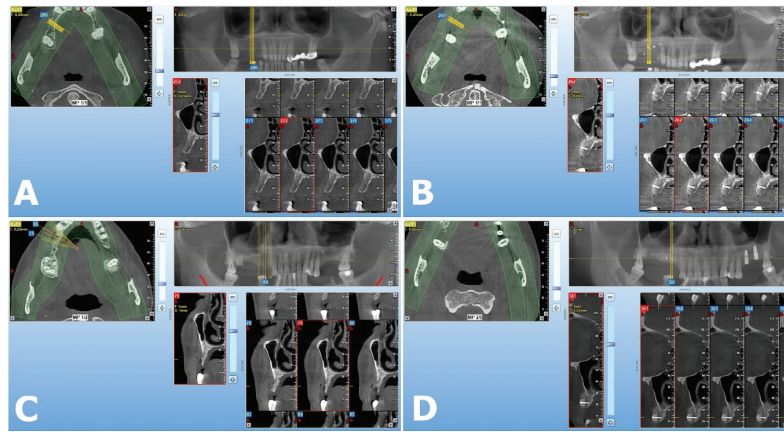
Representative CBCT images of the groups
